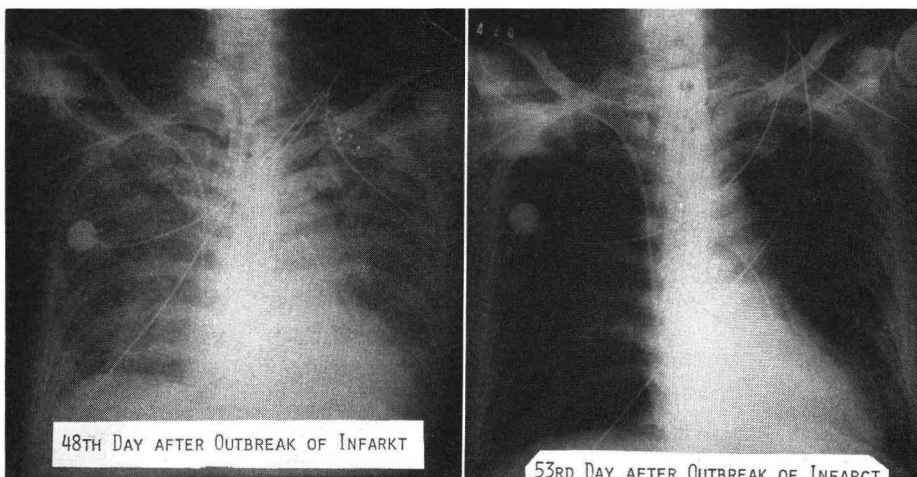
第48病日（加湿器水温 37°C）と第53病日（加湿器水温を 26°C にして5日後）の胸部X線像
